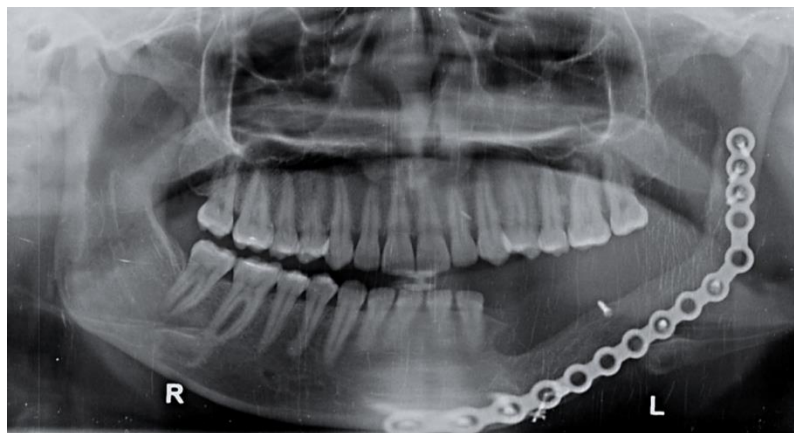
Ortopantomografía donde se evidencia placa de reconstrucción en posición e injerto autólogo tomado de cresta ilíaca izquierda.
